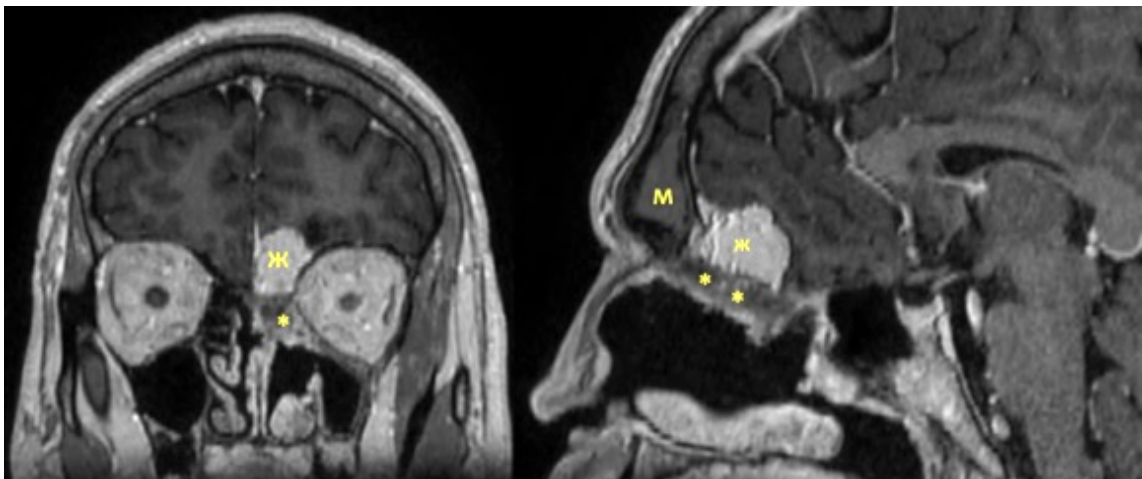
Наблюдение №5. МРТ через шесть месяцев после операции. Визуализируется большая послеоперационная полость, жировой фрагмент (ж) и пластический материал в дефекте основания черепа с рубцовой трансформацией (*), а также мукоцеле левой лобной пазухи (м)
